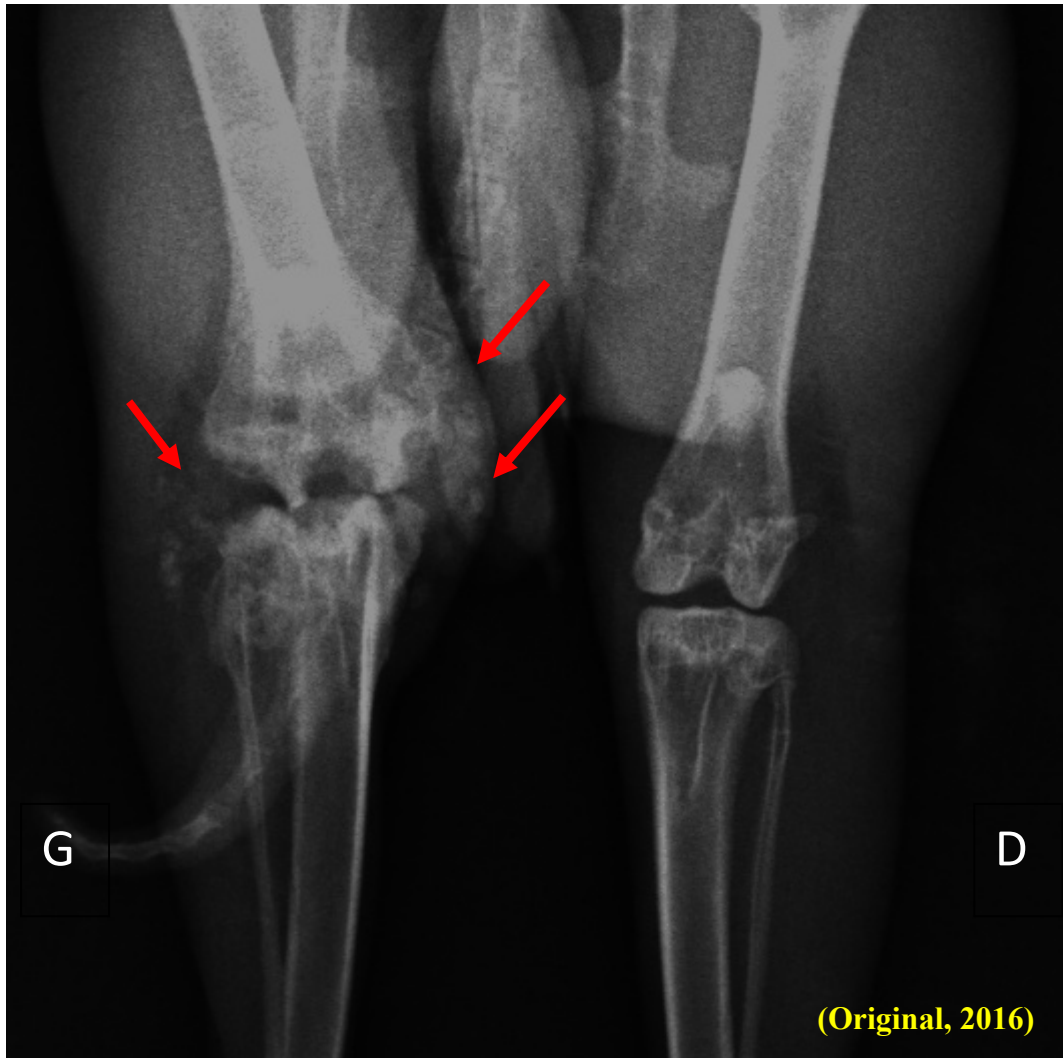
Radiographie montrant les articulations de lapin du lot 1 au 30^{ème} jour de l'expérimentation après induction de l'arthrite par *Propionibacterium acnes* au niveau du genou gauche (le genou droit est sain)
